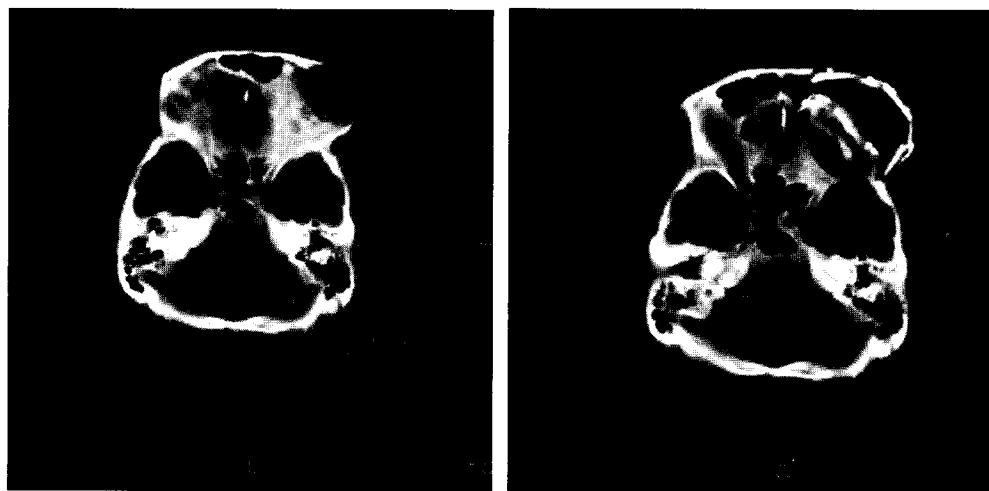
(Left) A preoperative CT image. Fibrous dysplasia involving frontal bone, left with sarcomatous change and malignant mass formation. (Right) 3 months after operation.
